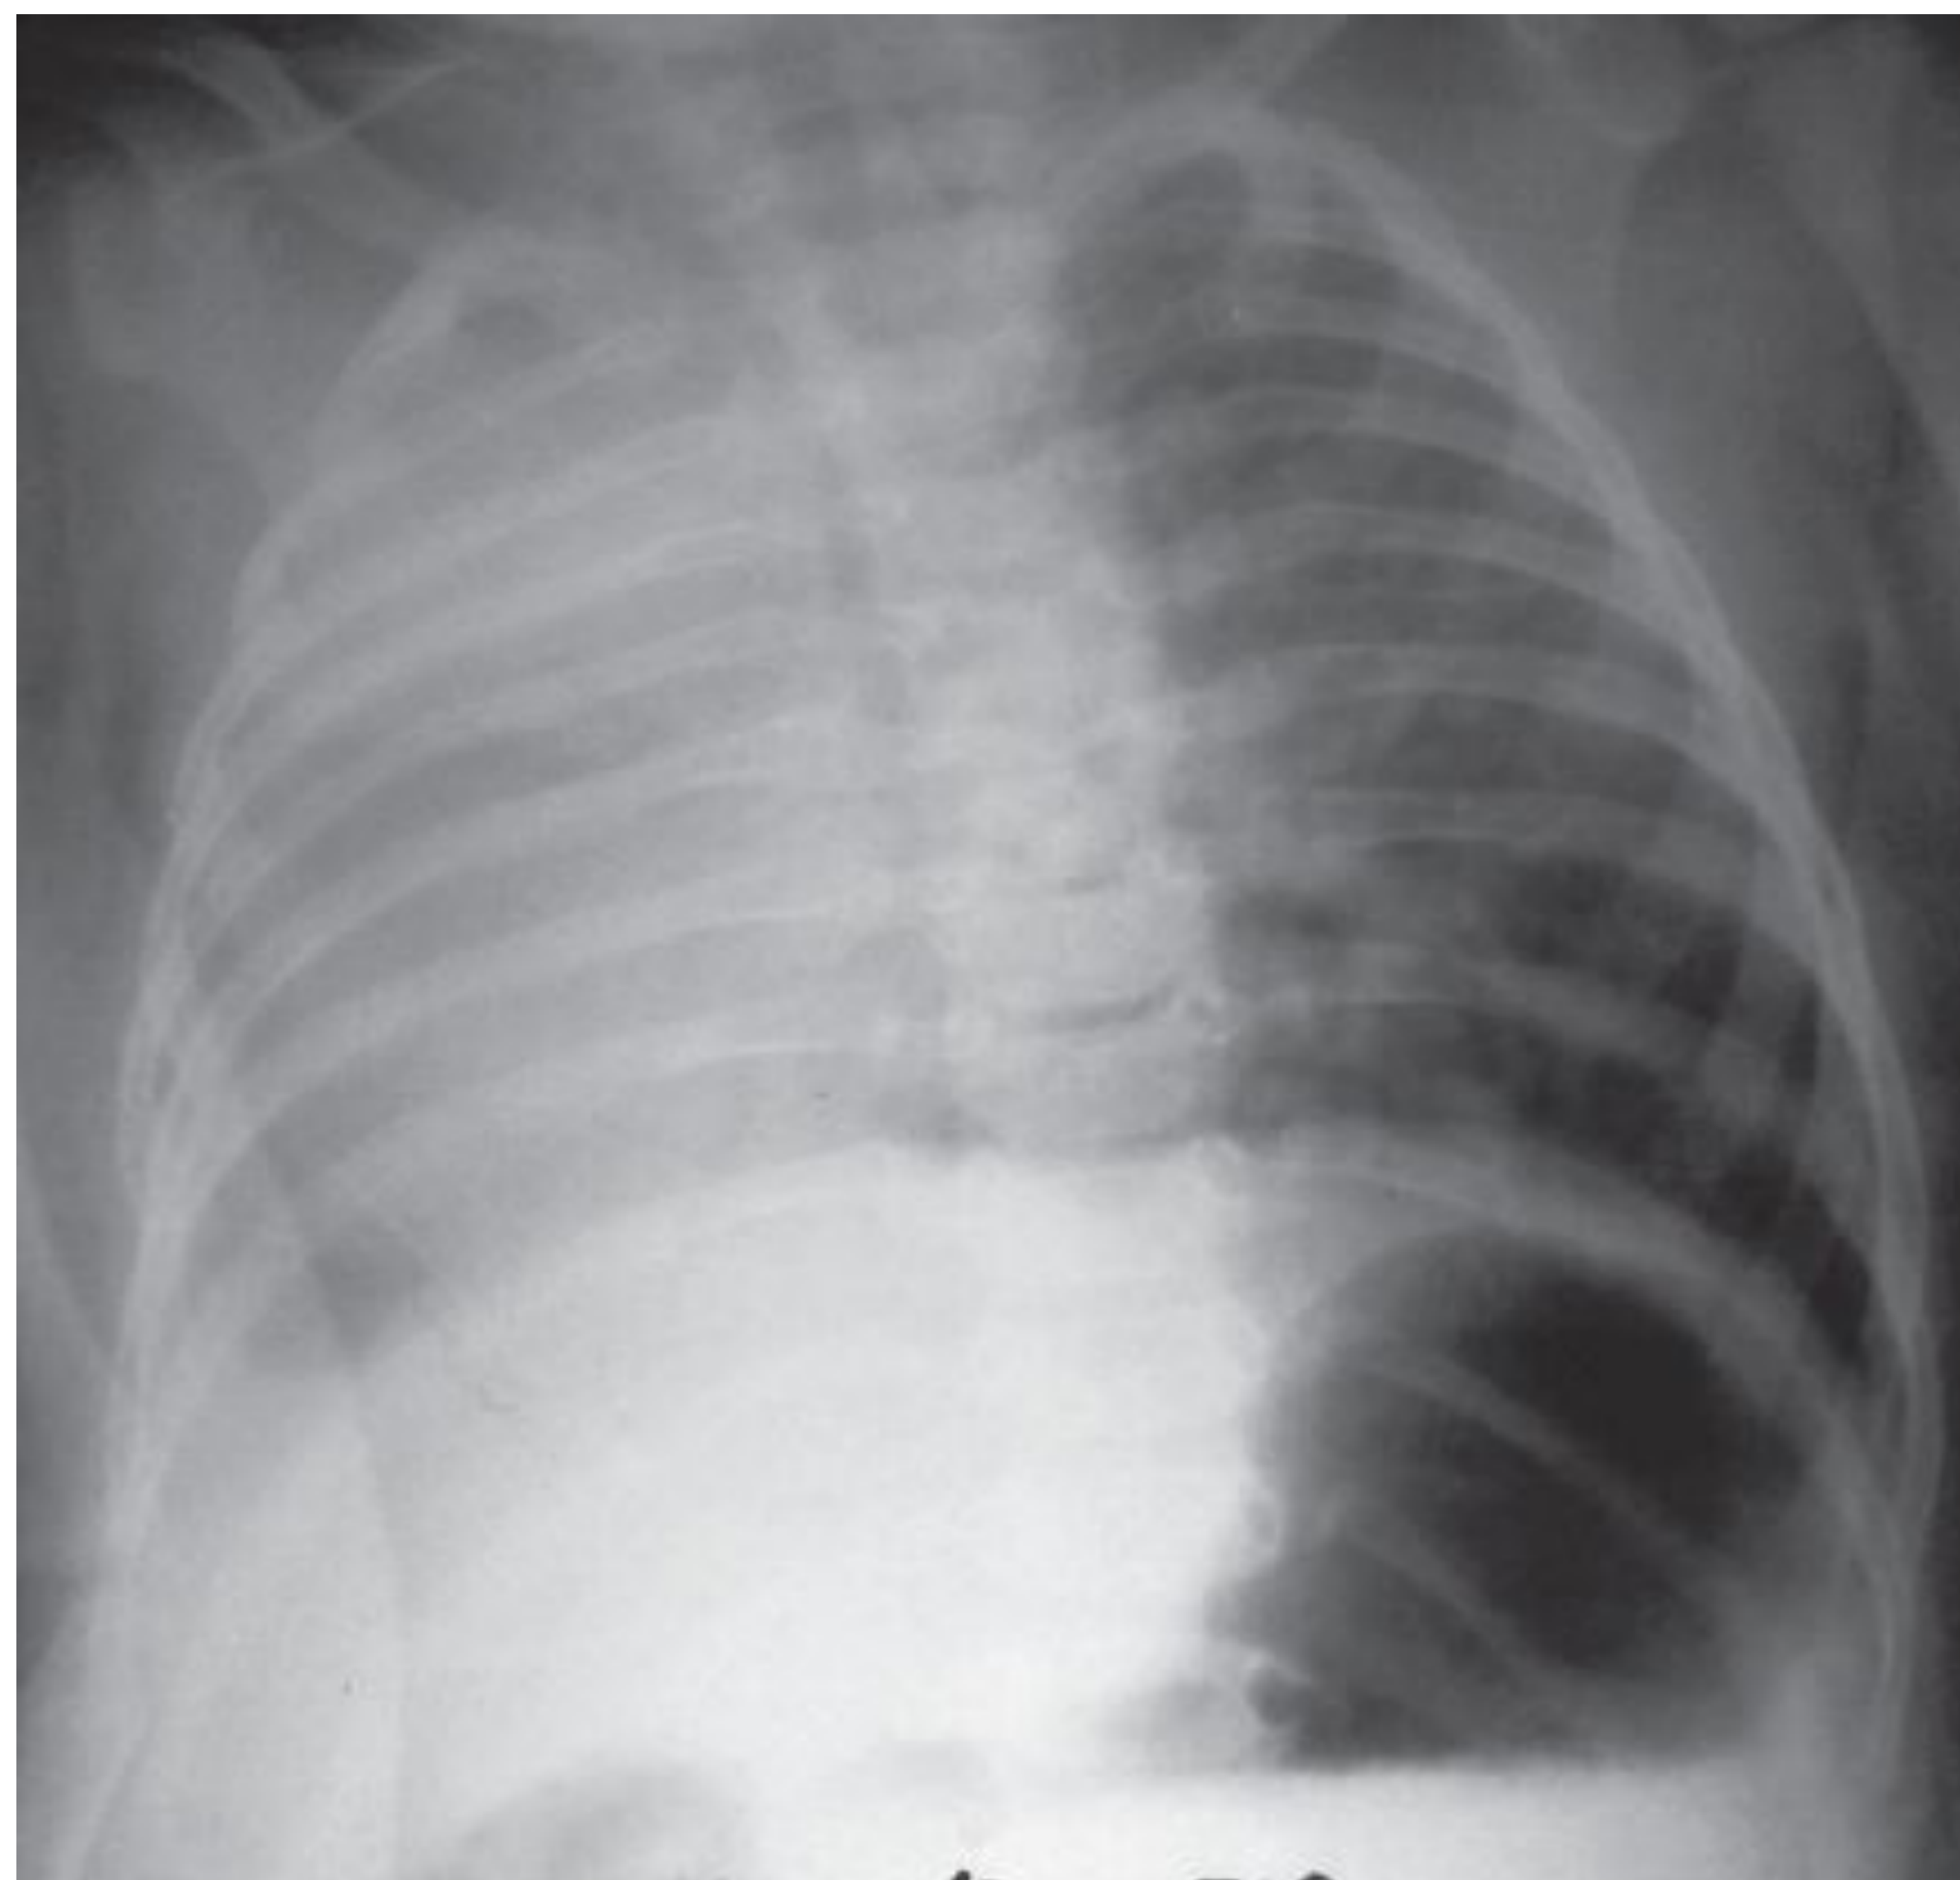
Рентгенограмма органов грудной клетки ребенка П., 4 месяца 21 день
